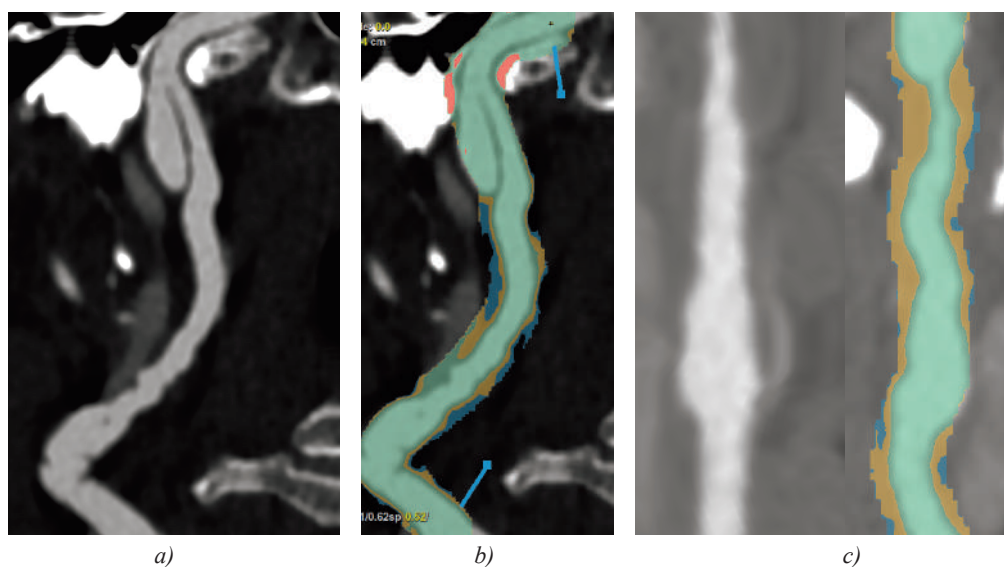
КТ-ангиография. Криволинейная реконструкция хода сосуда
